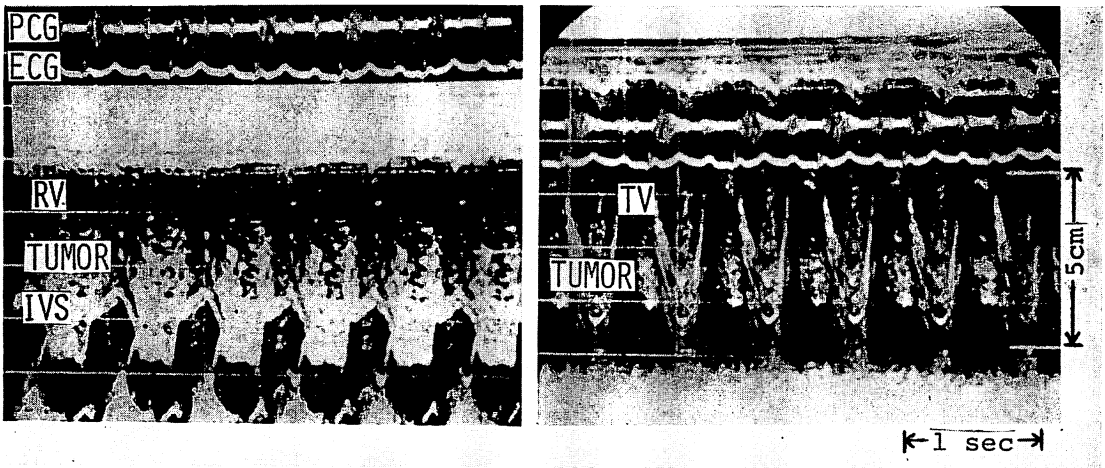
Echocardiograms in Case 1.
